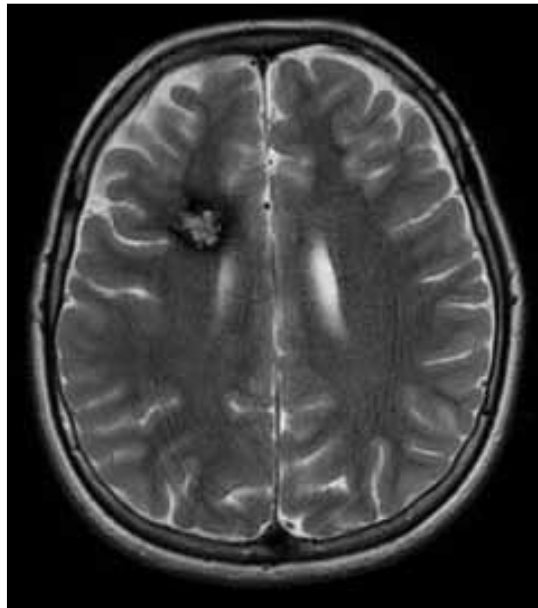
Serebral kavernom preoperatif beyin BT.
